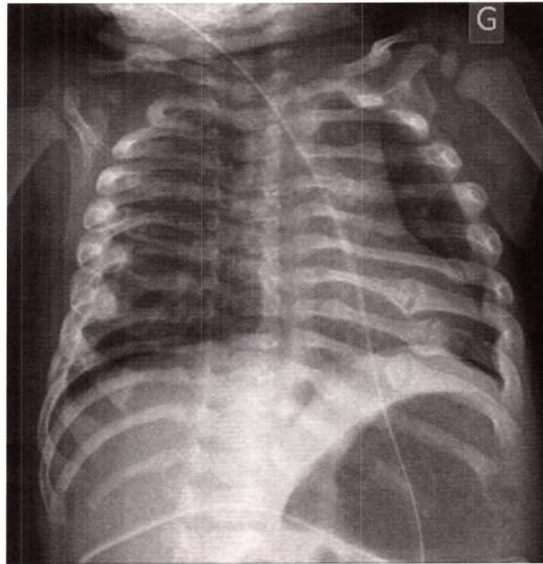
B Radiographie montrant des fractures de côtes multiples.
